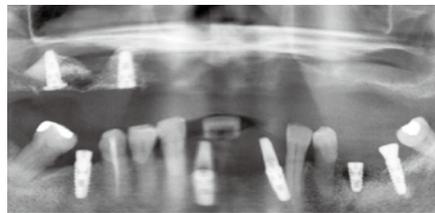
インプラント埋入後のパノラマX線像。4ヶ月後に二次手術を行う予定である。
